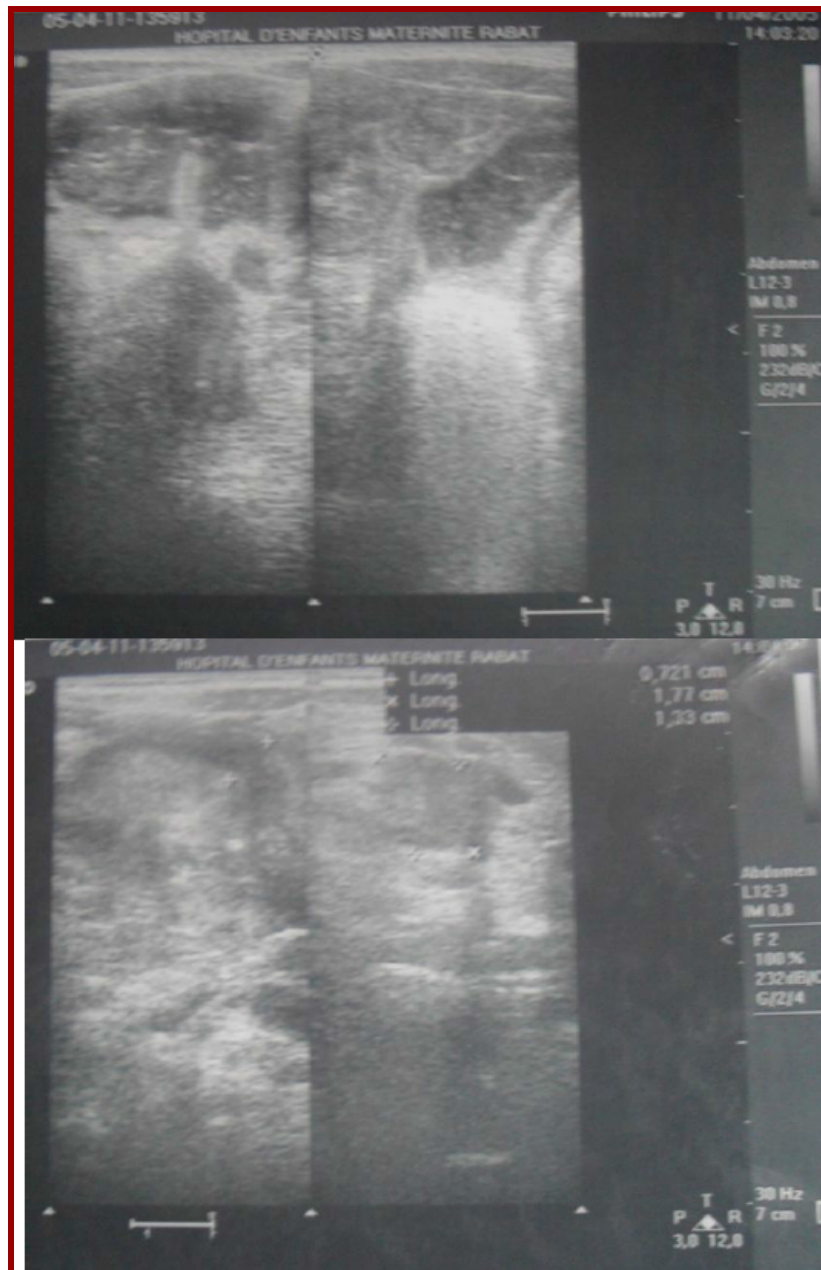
Images d'échographie abdominale .
